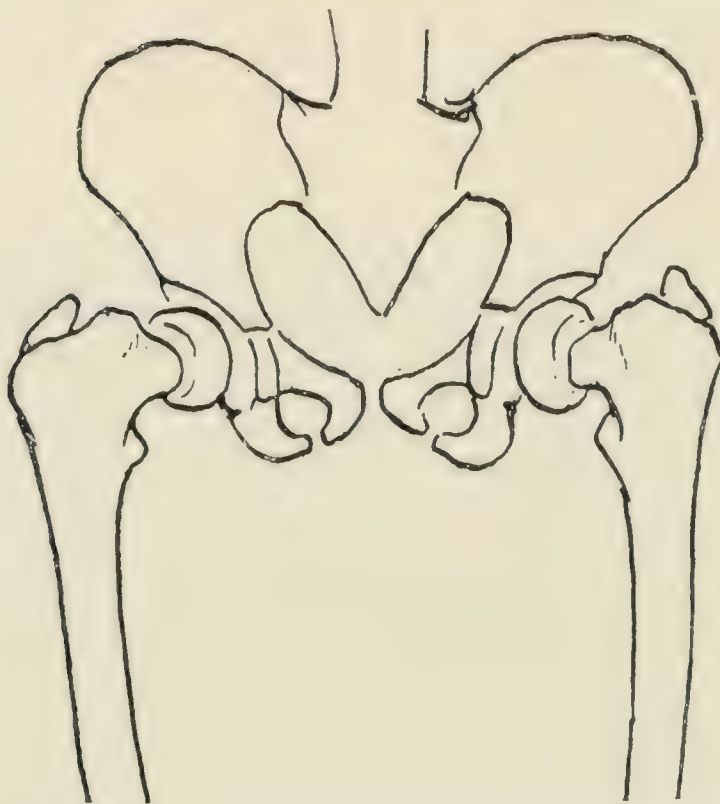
Skizze der Radiographie von Fig. 1133.
